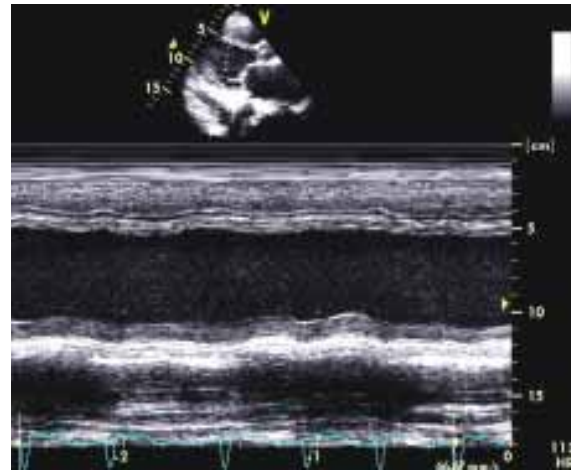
Ecocardiografie mod M, secțiune realizată din imaginea 2D, ax longitudinal parasternal. Pacient cu infarct miocardic vechi cu localizare antero-septală și inferioară. Peretele inferior (PI) este akinetic în cursul sistolelor corespunzătoare complexelor QRS 1 și 2 (săgeți subțiri). După intervale diastolice prelungite la nivelul complexelor QRS 3 și 4 se distinge îngroșare sistolică, sugerând prezența viabilității
